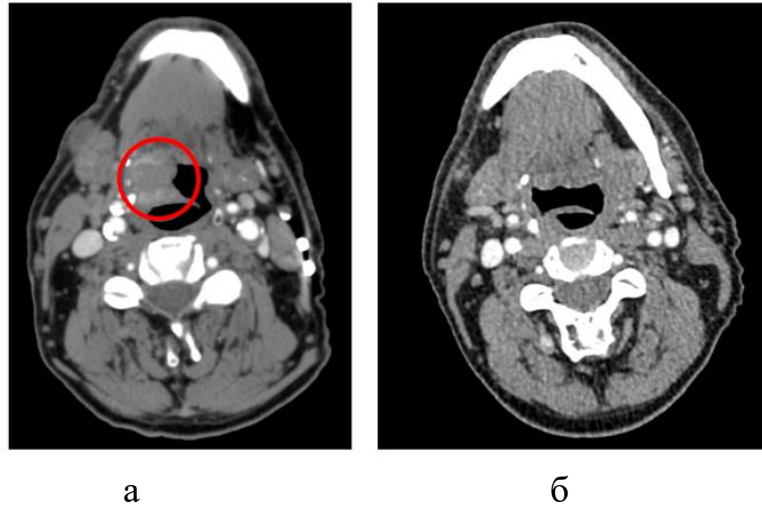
КТ-зображення пацієнта К., 56 років з діагнозом рак кореня язика cT3N0M0 до (а) та після (б) ІХТ. Поширеність первинної пухлини до початку терапії (а). Після трьох курсів ІХТ відзначається повна відповідь пухлини за критеріями RECIST 1.1 (б)
